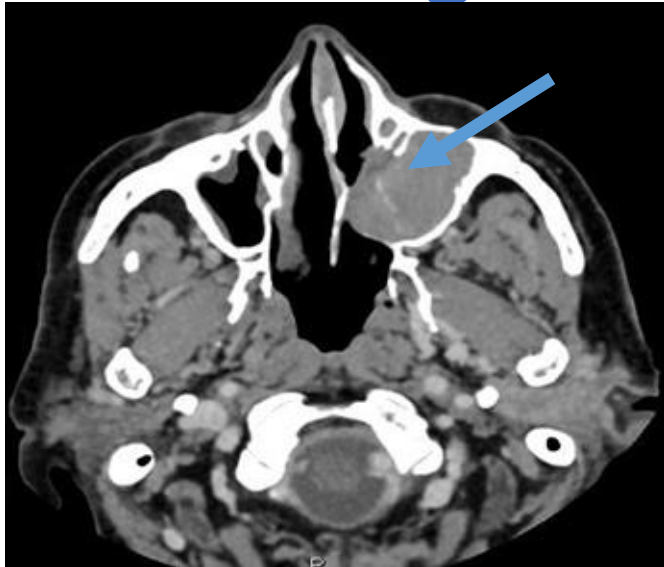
Hospital Virgen de Valme. TC en los 3 planos de paciente asintomático con lesión expansiva de más de un año en seno maxilar izquierdo con 2 biopsias negativas para malignidad, con captación de contraste con diagnóstico final de hemangioma.
